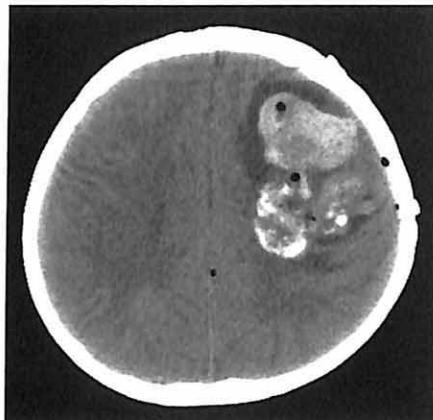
左额叶室管膜母细胞瘤术后术区血肿形成，CT 平扫呈高密度影
